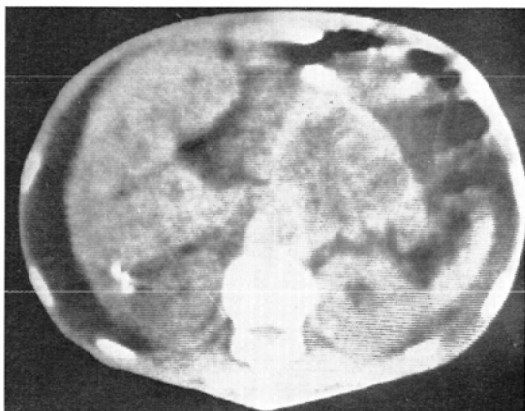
Carcinoma of the head of the pancreas. CT demonstrates the enlarged head of the gland.
